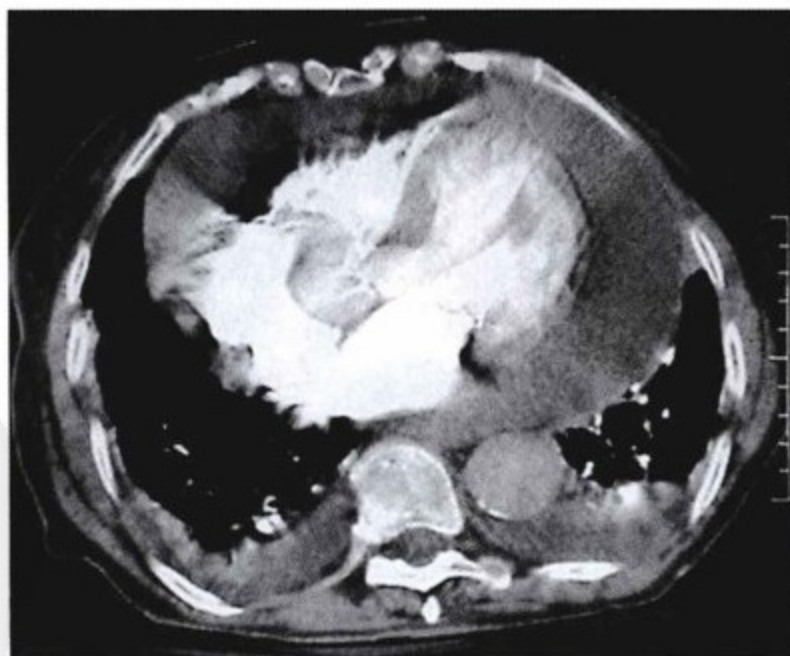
对比增强轴位CT扫描。心脏四个心腔周围可见大量的心包积液,尤其是在左房室的周围。由于没有心电门控,在右心有显著的条状伪影与(心)运动伪影。
